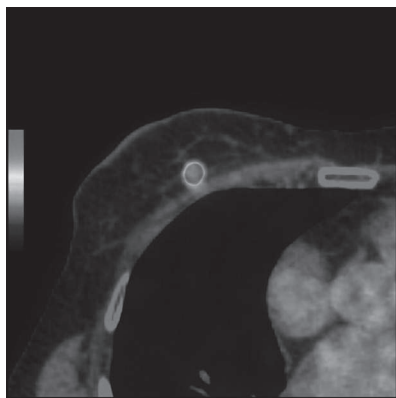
Больная К. ПЭТ/КТ-исследование всего тела с накоплением ФДГ в опухоли правой молочной железы
